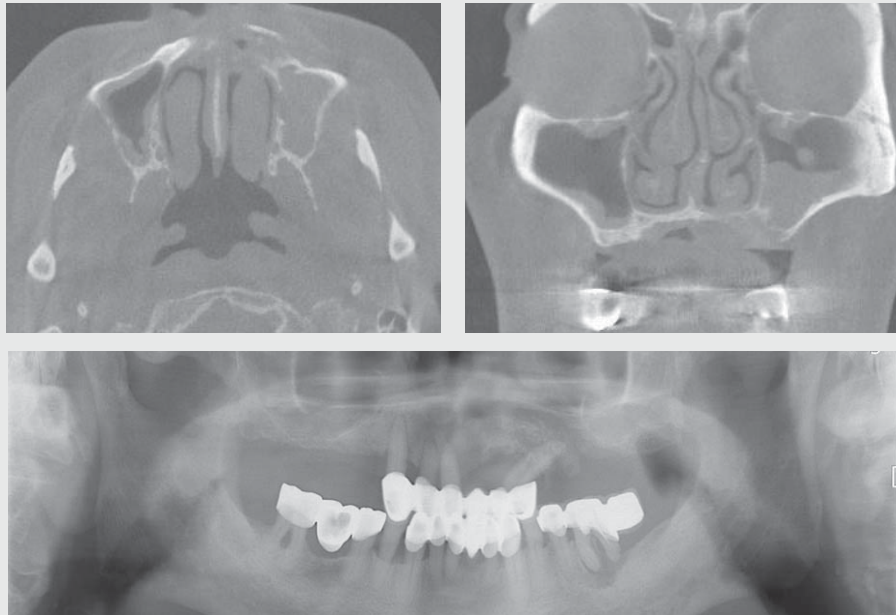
Panorama and cone-beam CT (axial view & coronal view)
